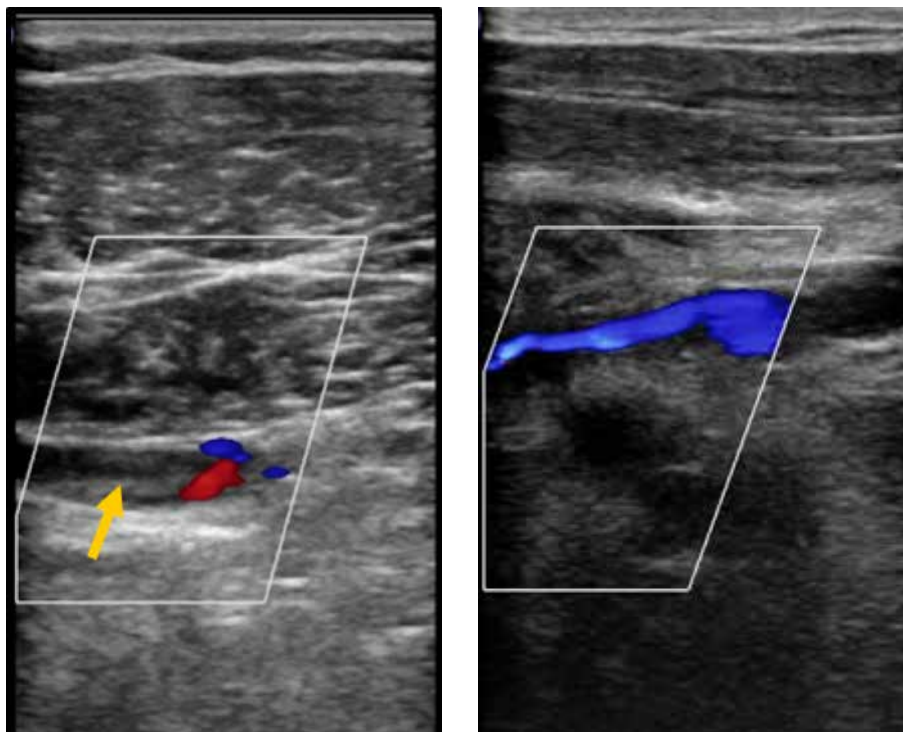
Ecografía Doppler venoso de miembro superior izquierdo 1 mes después del tratamiento fibrinolítico. Se aprecia ocupación por material ecogénico de la luz de la vena subclavia izquierda en su tercio proximal con ausencia de flujo Doppler color compatible con trombosis (flecha en a), con repermeabilización distal (flecha en b). Cambios postflebíticos en venas subclavia y axilar izquierdas.
